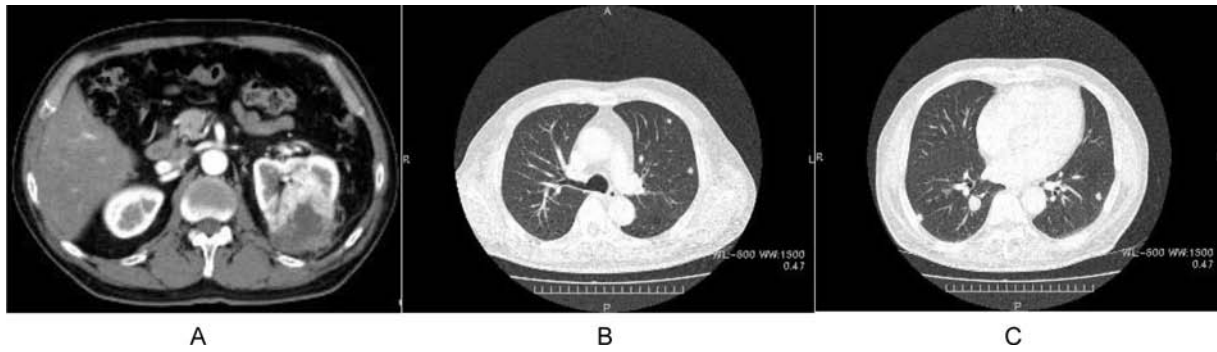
Contrast-enhanced CT showed a left renal tumor (A) and multiple nodules in bilateral lungs (B and C).
